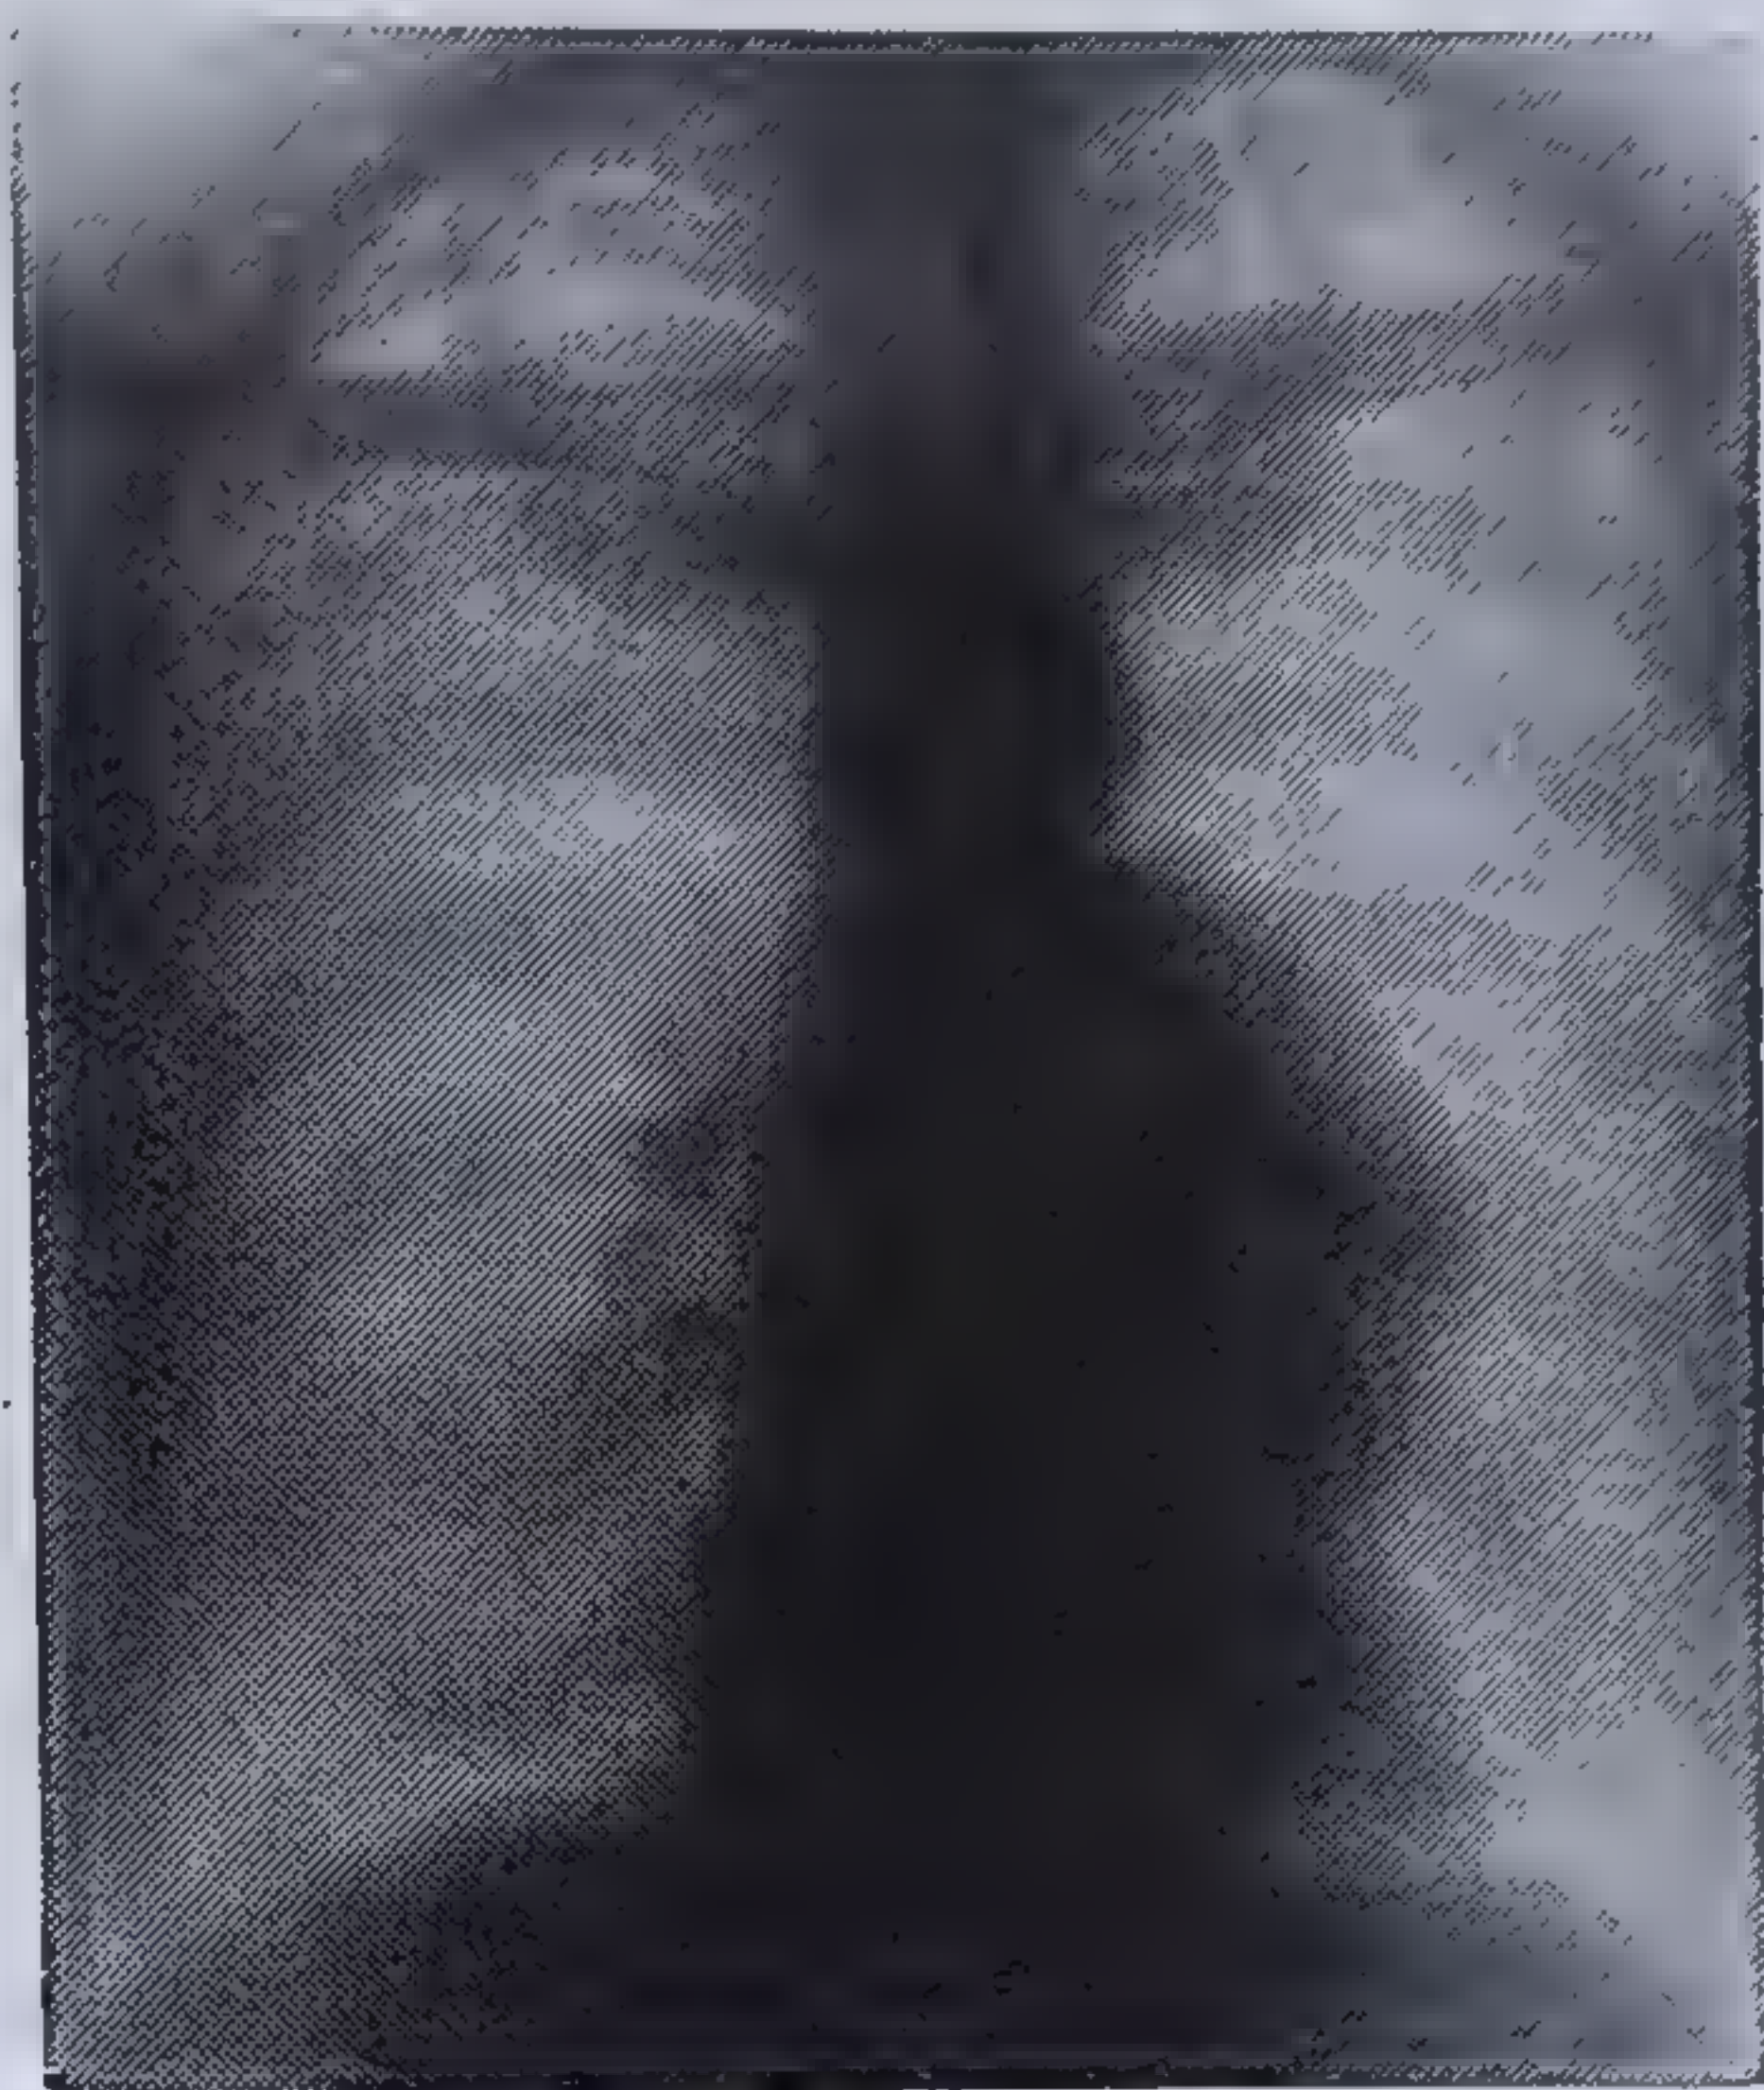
a. — Chist pericardic. Teleradiografia inimii. Se observă pe marginea stângă a inimii, sub arcul aortic, o opacitate ce nu se detașează de umbra cardiacă, cu contur regulat, omogen și cu pulsații de tip arterial. Butonul aortic și arcul ventricular stâng, de dimensiuni normale.
